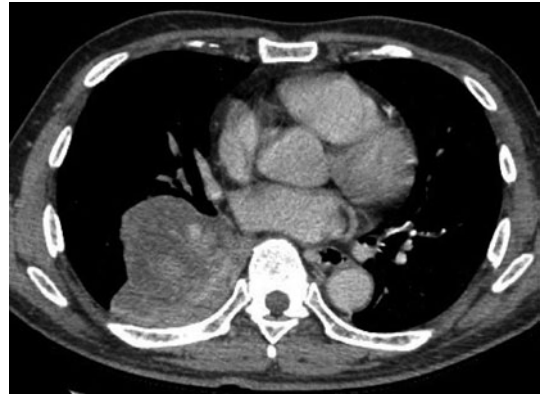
Chest computed tomography scan after six weeks following the treatment of imatinib mesylate. Tumor of the right-lower lobe was reduced by treatment.
